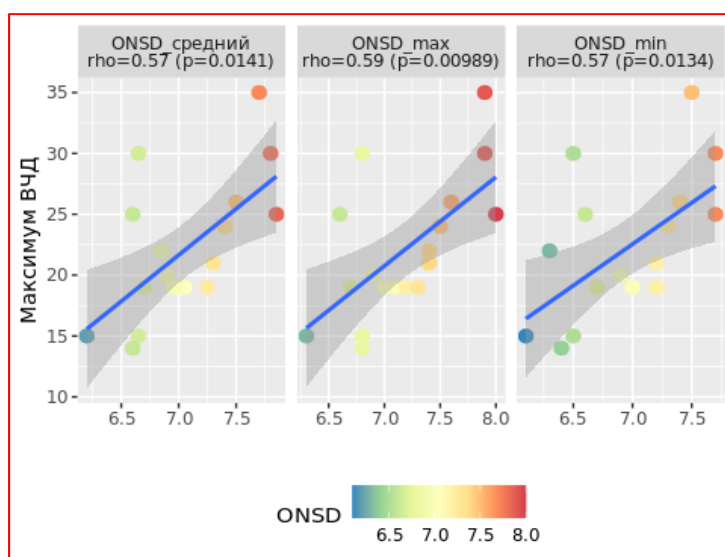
Корреляционная зависимость максимального ВЧД за 48 часов и производных ДЗНО по данным входящей КТ (ОНСД средний- ДЗНО средний, ОНСД max - ДЗНО максимальный, ОНСД min - ДЗНО минимальный)
